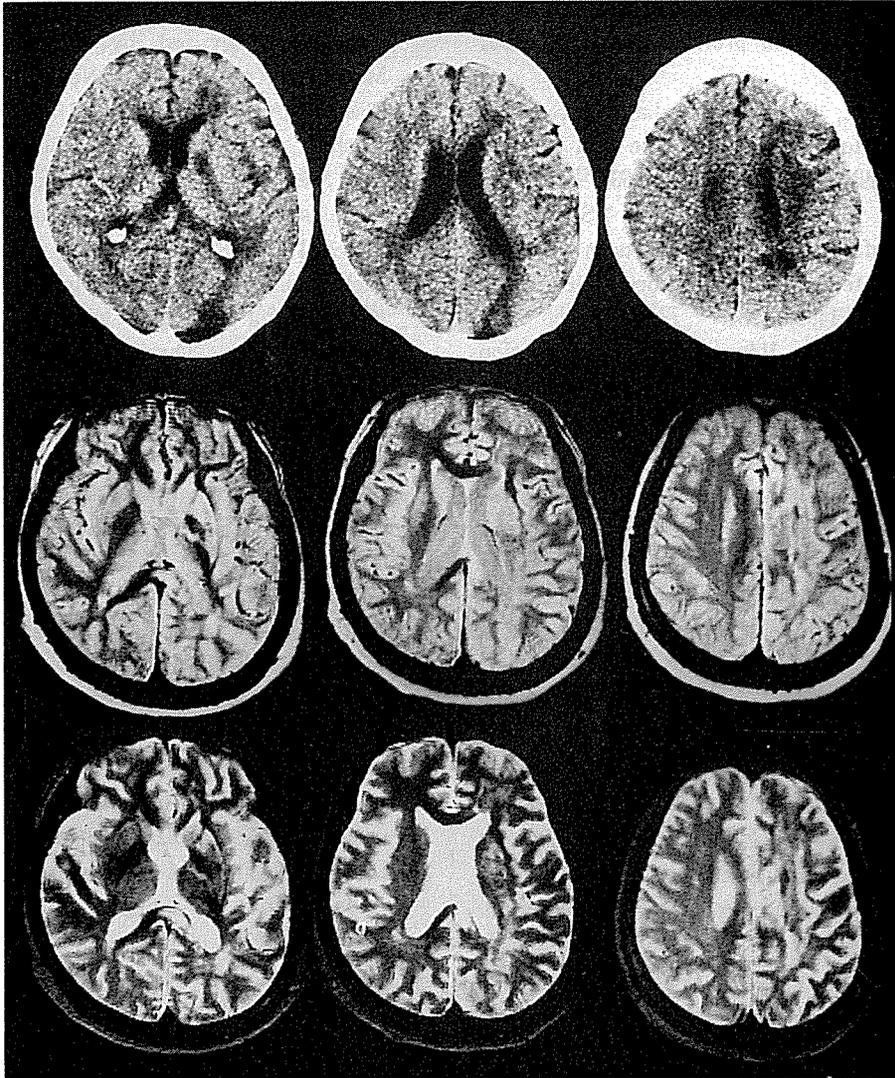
内頸動脈閉塞（血栓症）により全失語を呈した例のCT（上段），高磁場MRIスピン強調像（中段），T2強調像（下段）
